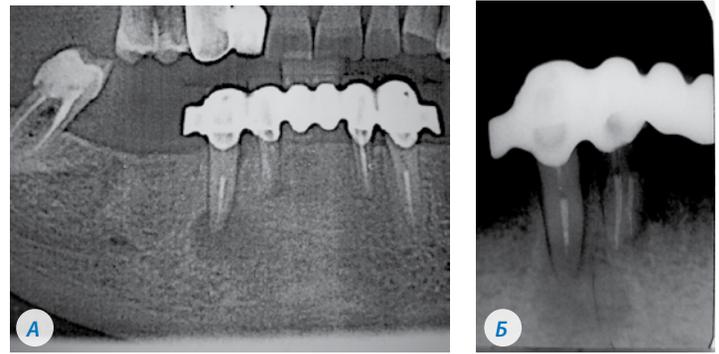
Рентгенограммы 4.3 зуба пациента Ч. до лечения (А) и через 3 месяца после лечения (Б)
